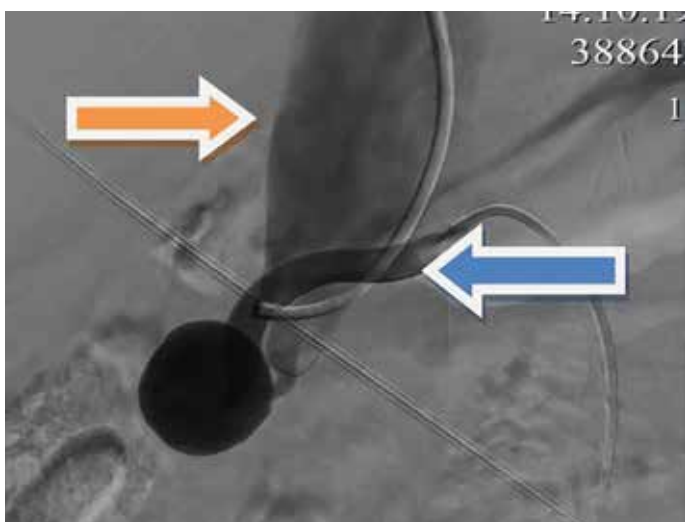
Рентгенконтрастная ангиограмма. Тот же пациент. При введении контрастного вещества в почечную артерию (синяя стрелка) происходит контрастирование нижней полой вены
